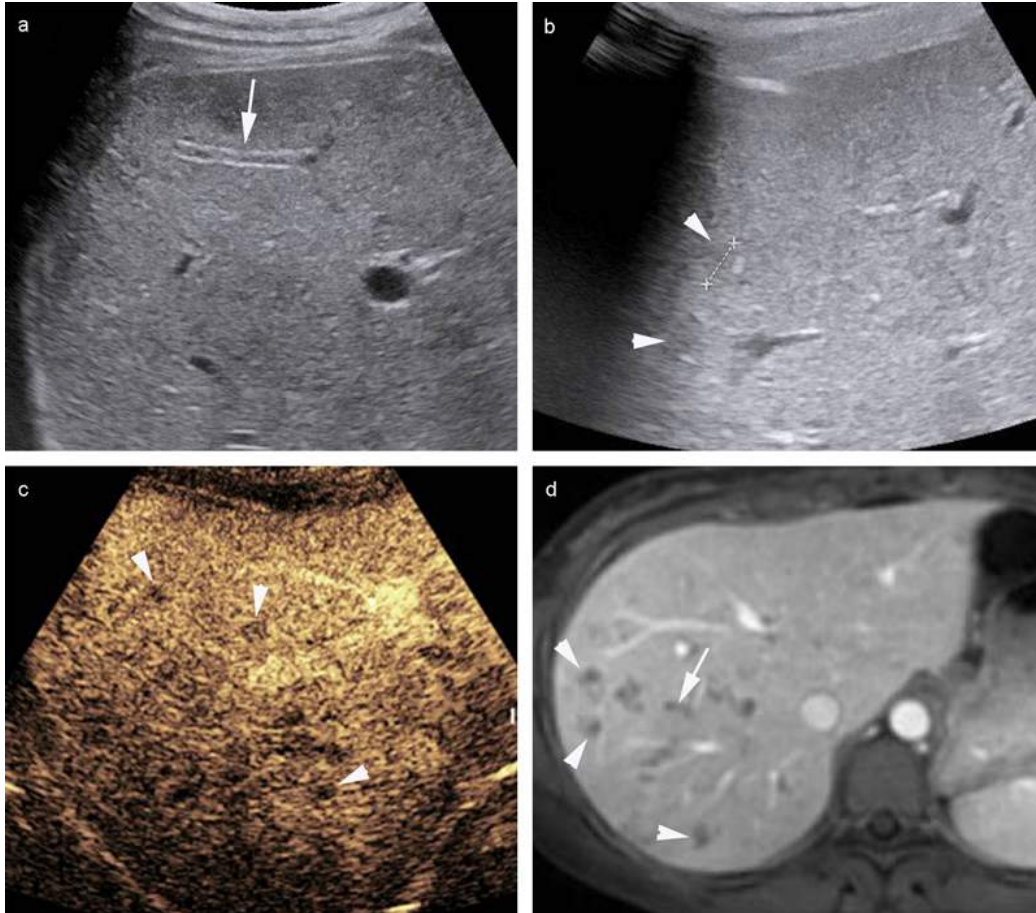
Douve du foie (*Fasciola hepatica*). Patient de 22 ans. AEG sueur nocturne, hyperéosinophilie et sérologie distomatose positive. Hépatomégalie avec : (a) dilatation de petites voies biliaires périphériques (flèches) et (b) multiples formations nodulaires hypoéchogènes intraparenchymateuses hépatiques à prédominance périphérique de taille infra- ou juxtacentimétrique. Après injection de microbulles (c), les nodules apparaissent hypodenses (têtes de flèche), compatibles dans le contexte avec une distomatose hépatique à la phase hépatique. d. Aspect correspondant en IRM (séquence T1 après injection avec présence de nodules (têtes de flèche) et de voies biliaires dilatées (flèche)).
